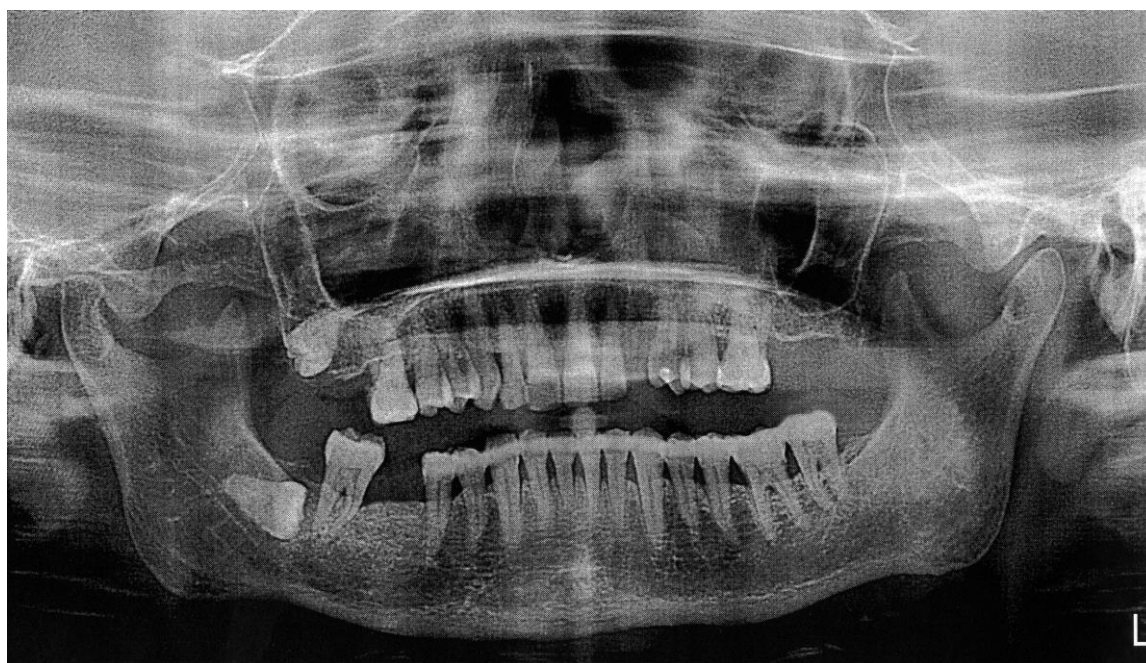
Ортопантомограма хворої Ж. через 3 роки після АВШ. Подальше ущільнення міжальвеолярних перегородок та утворення «вторинних кортикальних пластинок» у ділянці зашинованих зубів нижньої щелепи
